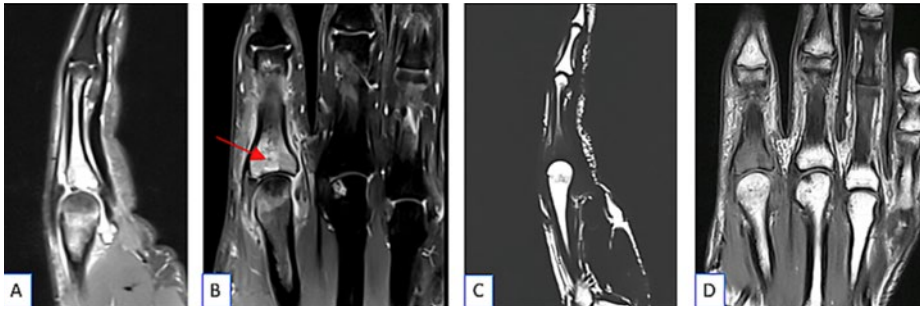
Osteomyelitis im MRI.
